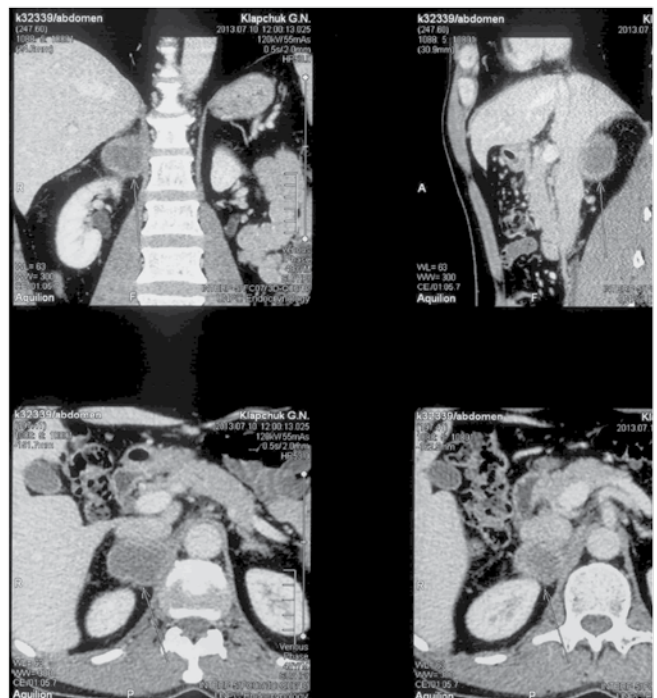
СКТ хворого К. через 3,5 міс після крововиливу (травми) в НЗ.
